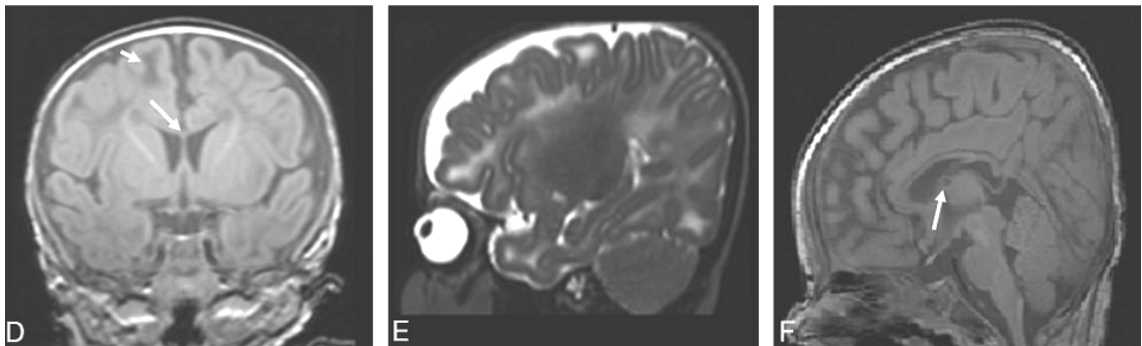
Ressonância magnética da criança da figura 8.9.realizada 35 dias depois. Em (D) (T1 coronal) observamos corpo caloso fino (seta longa) e sinal de intensidade baixa na substância branca periférica (seta curta). Em (E) sagittal T2 observamos aumento anormal do sinal de intensidade na substância branca mas não na vasculopatia talamoestriata observada no US.Em (F) linha média (T1) observamos também pequeno cisto (seta) (Leijser).
